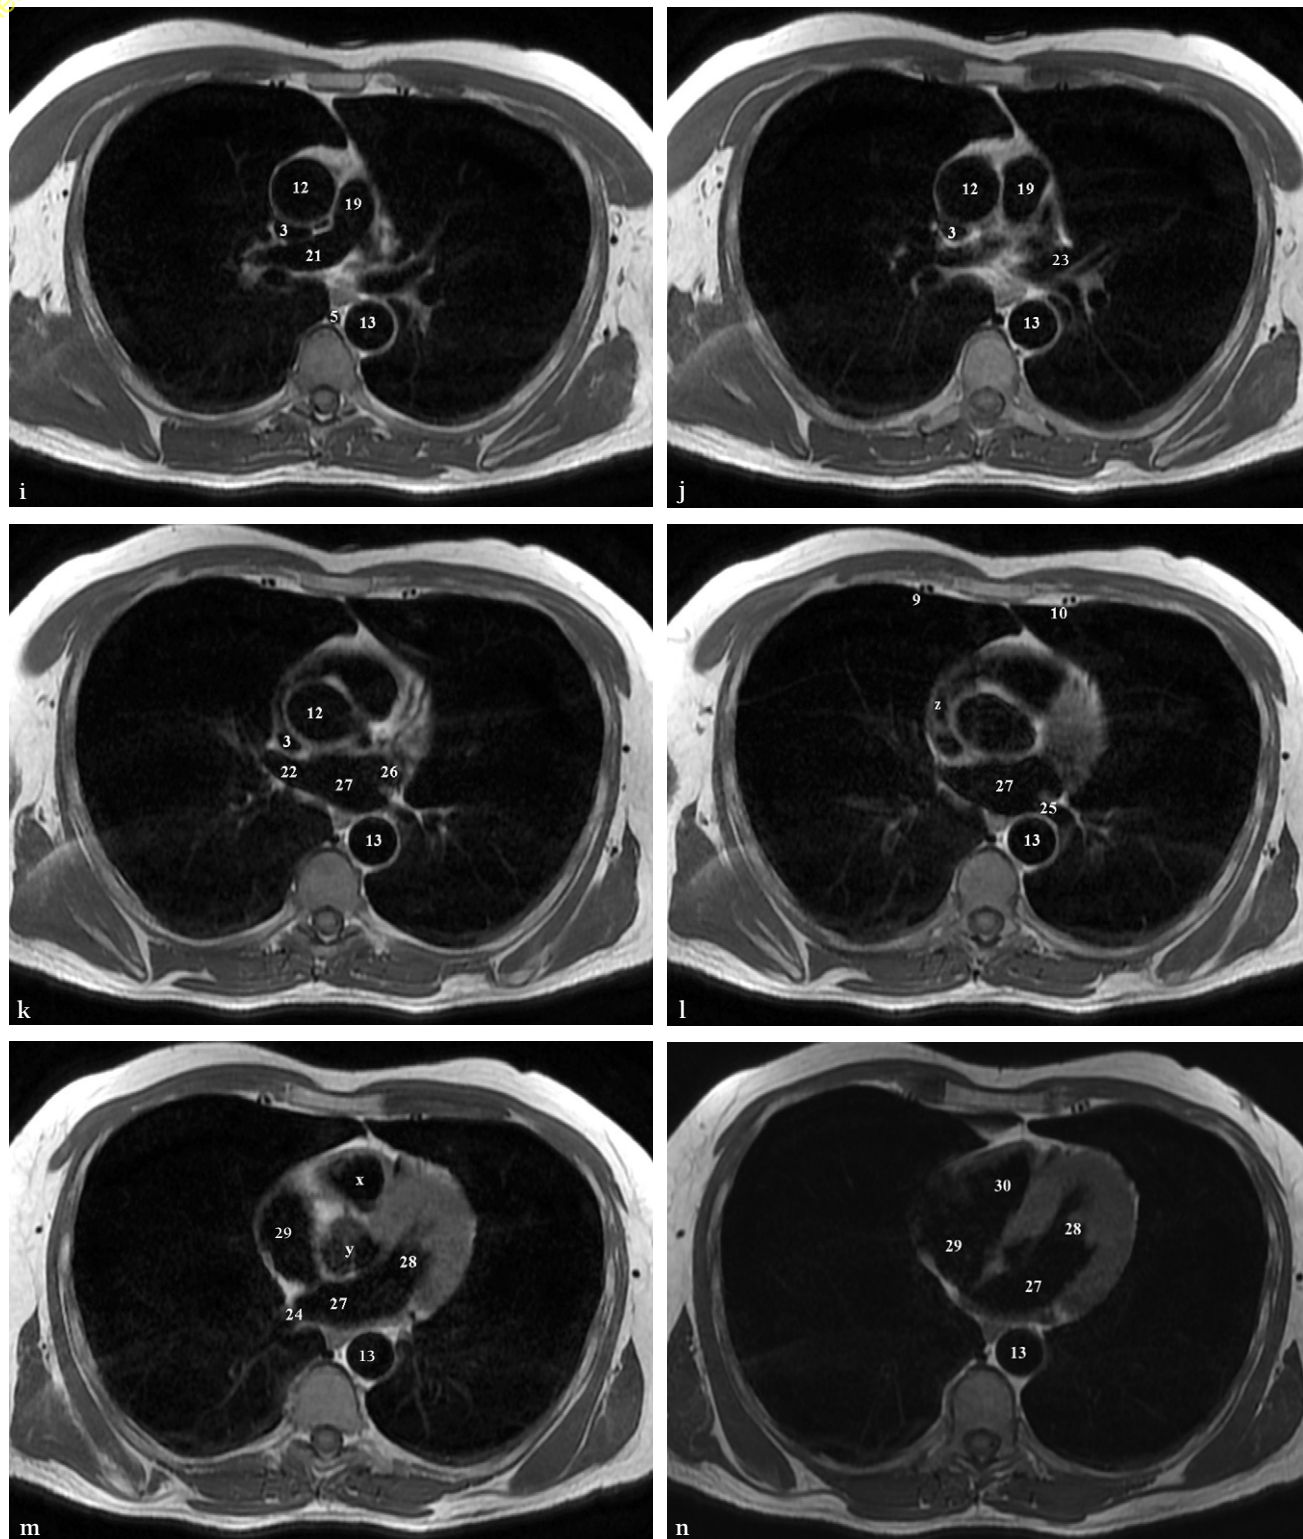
IRM du médiastin. (suite)
